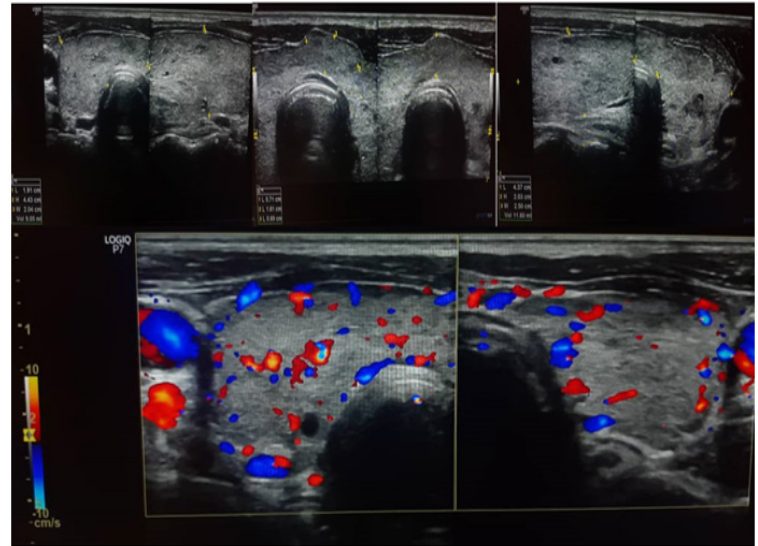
Echographie-Doppler de la thyroïde du patient
